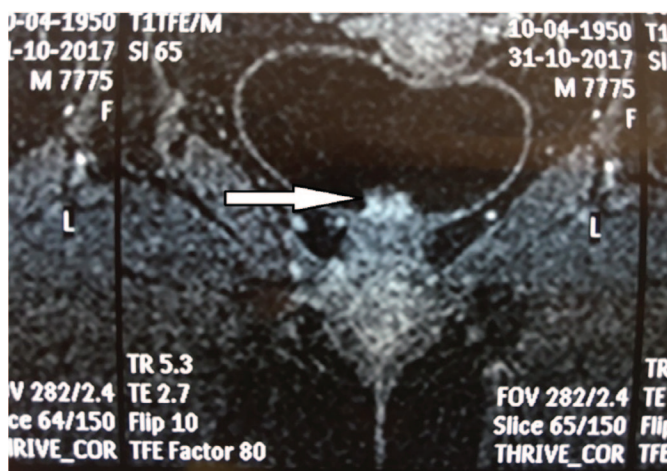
МРТ малого таза, фронтальный срез. Стрелкой показана опухоль уретры
